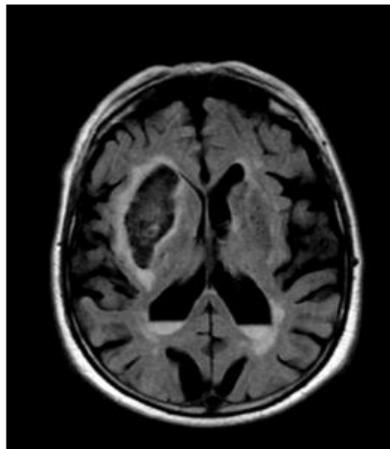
Imagen de Resonancia Magnética por difusión, paciente JF.
